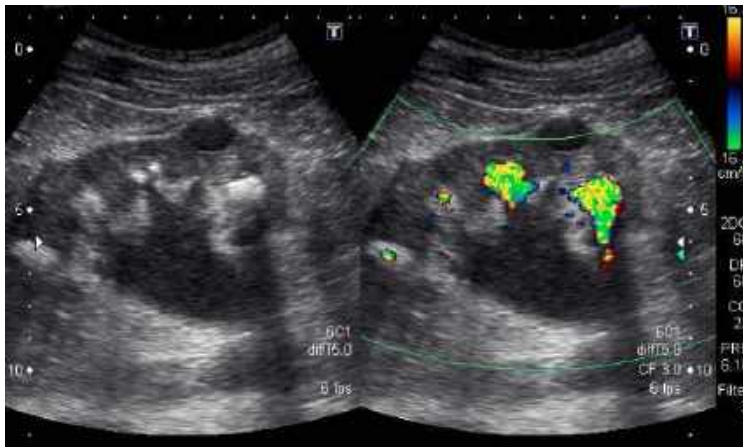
Calcificaciones piélicas en la ecografía.
